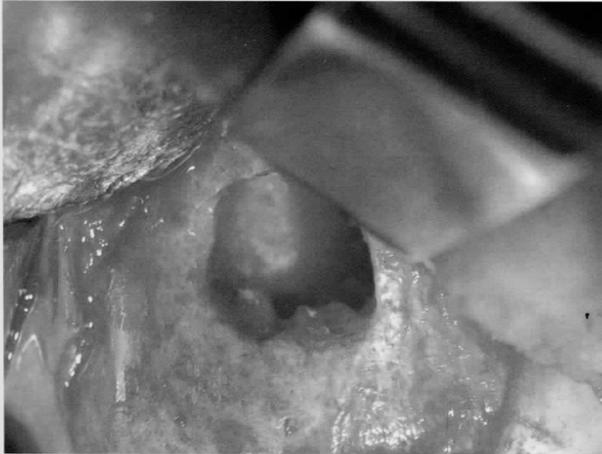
Cirugía periapical. Relleno de la cavidad de obturación retrógrada con MTA.
